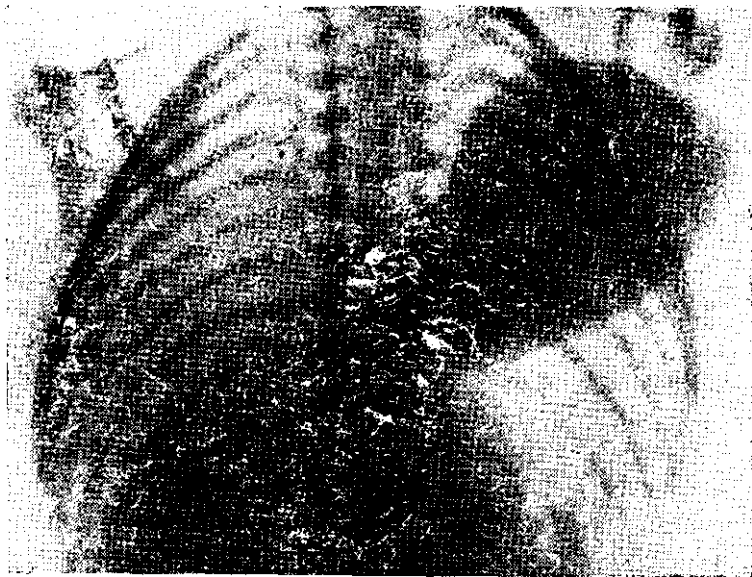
Рентгенограмма. Выпадение сердца из грудной клетки наружу.
